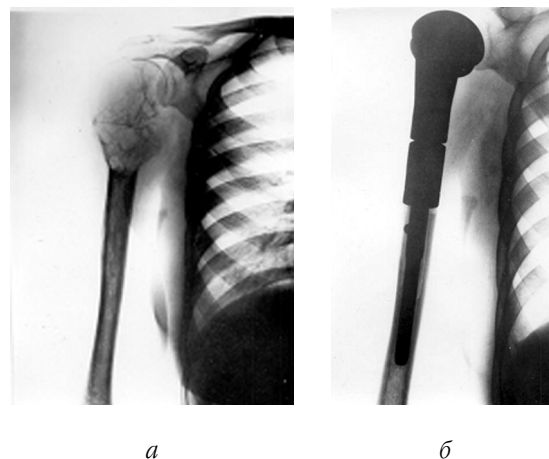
Рентгенограми хв-ї С., Зл.ГКП проксимального відділу плечової кістки: а – до лікування; б – після ВАПХТ, резекції плечової кістки з пухлиною і ендопротезування плечового суглоба
